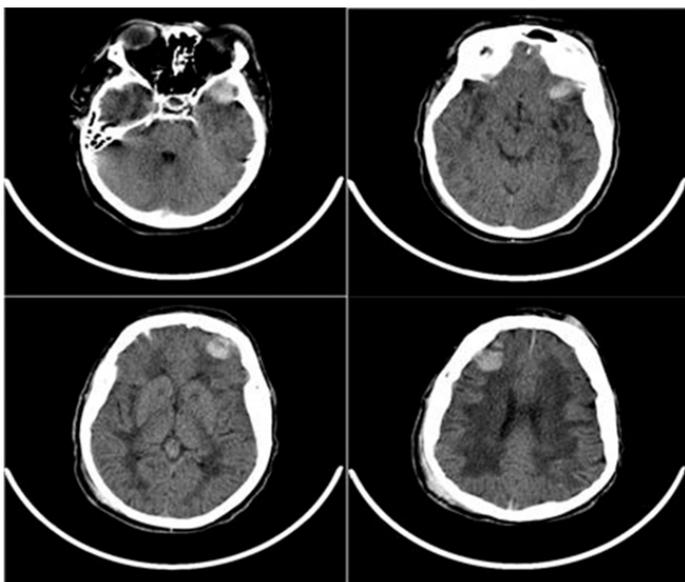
Distintos cortes de TC cráneo donde se objetivan focos hemorrágicos en distintos lóbulos cerebrales.
